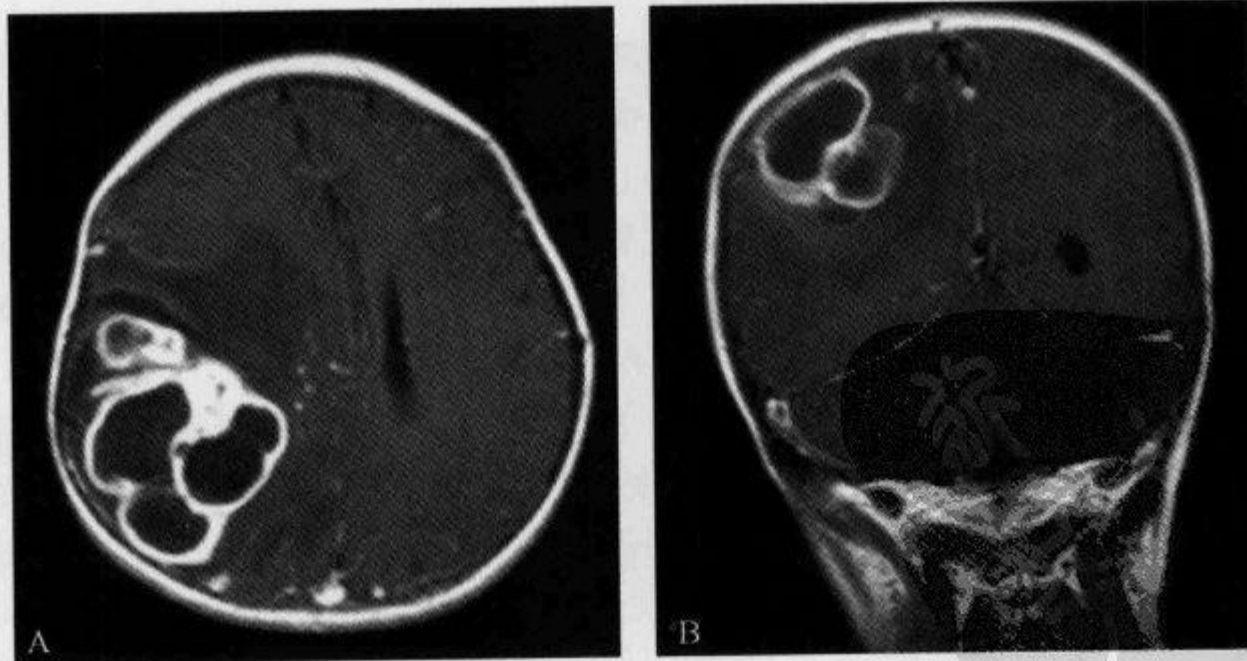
MRI 横轴位和冠状位增强扫描示“套环征”
